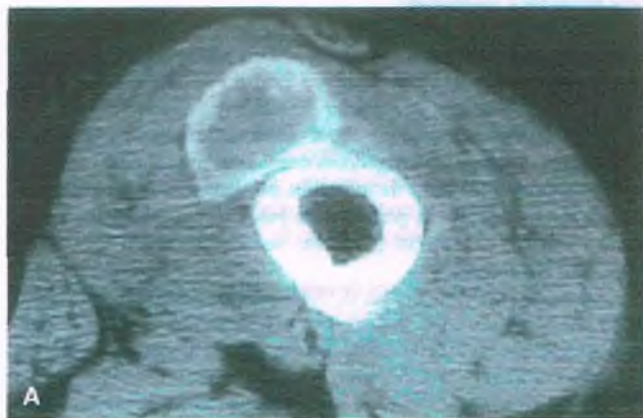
Miositis osificante circunscrita. A. Tomografía computarizada del muslo en la que se observa una masa intramuscular, ovoide, en el corte axial adyacente a la cortical femoral, con un centro radiotransparente y osificación, que es más densa en la periferia. B. La masa con un aumento menor muestra hueso trabecular en la periferia y tejido fibroso en el centro.
